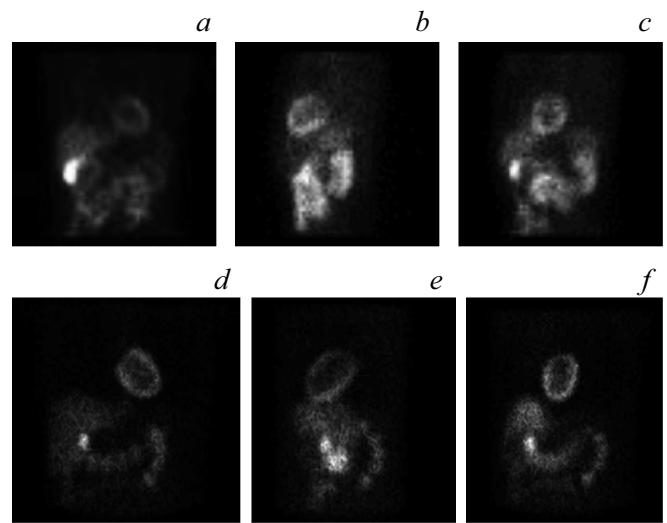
Сравнение рассчитанных модельных планарных изображений и измеренных „сырых“ клинических данных. В первом ряду представлены планарные изображения, полученные в Новосибирском НИИ патологии кровообращения им. Е.Н. Мешалкина при обследовании пациента на установке ОФЭКТ/КТ Infinia Hawkeye 4. Показаны примеры для трех стандартных положений детектора. Во втором ряду представлены рассчитанные планарные изображения для фантома MMT-1 для тех же условных положений детектора.
